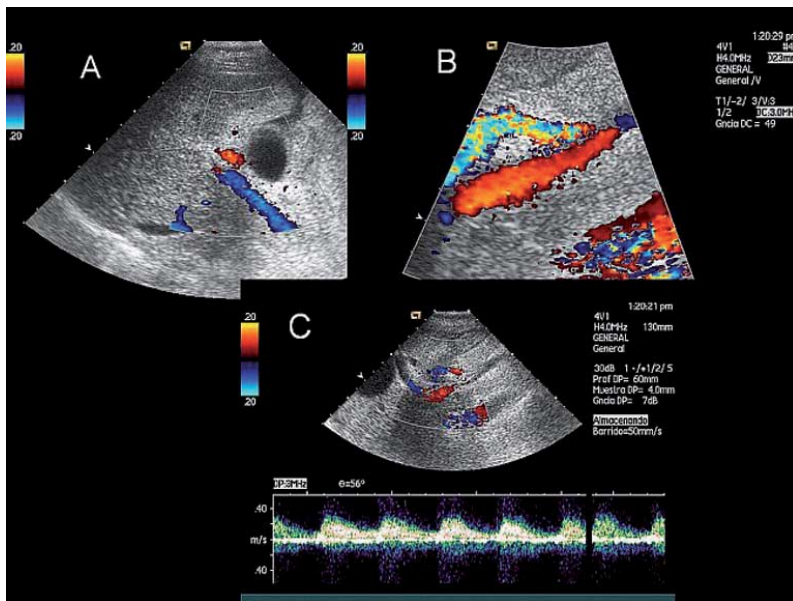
Farb- und gepulste Doppler-Untersuchung eines Patienten mit intrahepatischen arterio-venösen Fisteln, die einen schweren Pfortaderhochdruck hervorgerufen haben (HVDG 38 mmHg). Der Farbdoppler zeigt einen turbulenten Umkehrfluss in den rechtslobulären Leber- und extrahepatischen Pfortaderven: Zu beachten ist der hepatofugale Fluss in der Pfortader, der im Interkostalschnitt in blauer Farbe (A) und im Schrägschnitt des Epigastriums in roter Farbe (B) zu sehen ist. Die Leberarterie verläuft direkt parallel zum Pfortaderstamm und hat einen hohen Durchfluss, wie das überaus ausgeprägte Aliasing im Farbdoppler vermuten lässt. Die Doppler-Spektralanzeige (C) zeigt einen hochpulsatilen hepatofugalen Durchfluss im Pfortaderstamm, der für ausgeprägte intrahepatische a.-v. Fisteln spricht.
